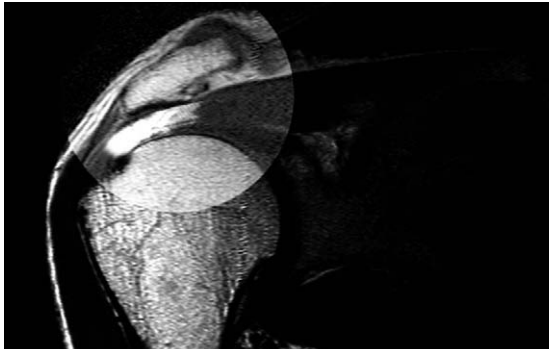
Magnetic resonance image of 55-year-old-male patient reveals subacromial enthesopathy with rotator cuff tear.
